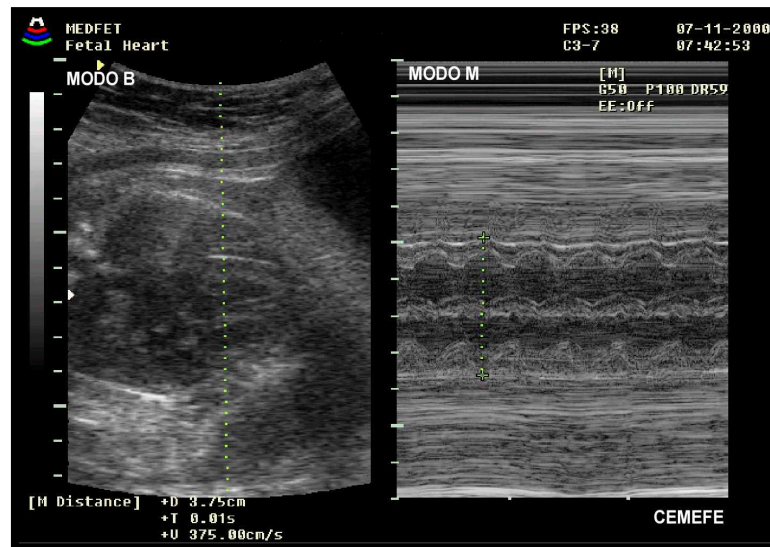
Ecocardiograma modo M dos ventrículos fetais para medida do DBVE.
